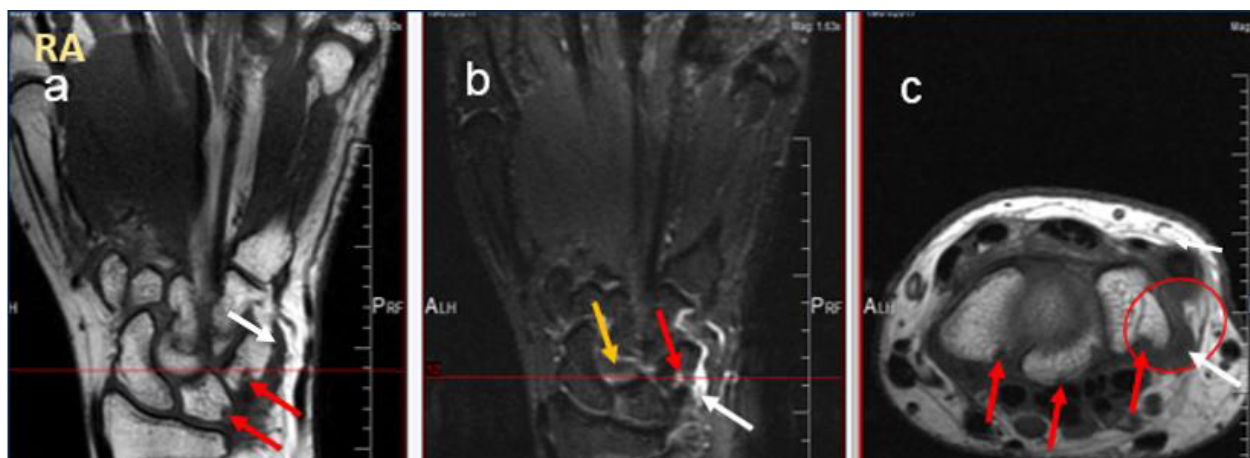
IRM en T1 Coronal Simple, STIR
